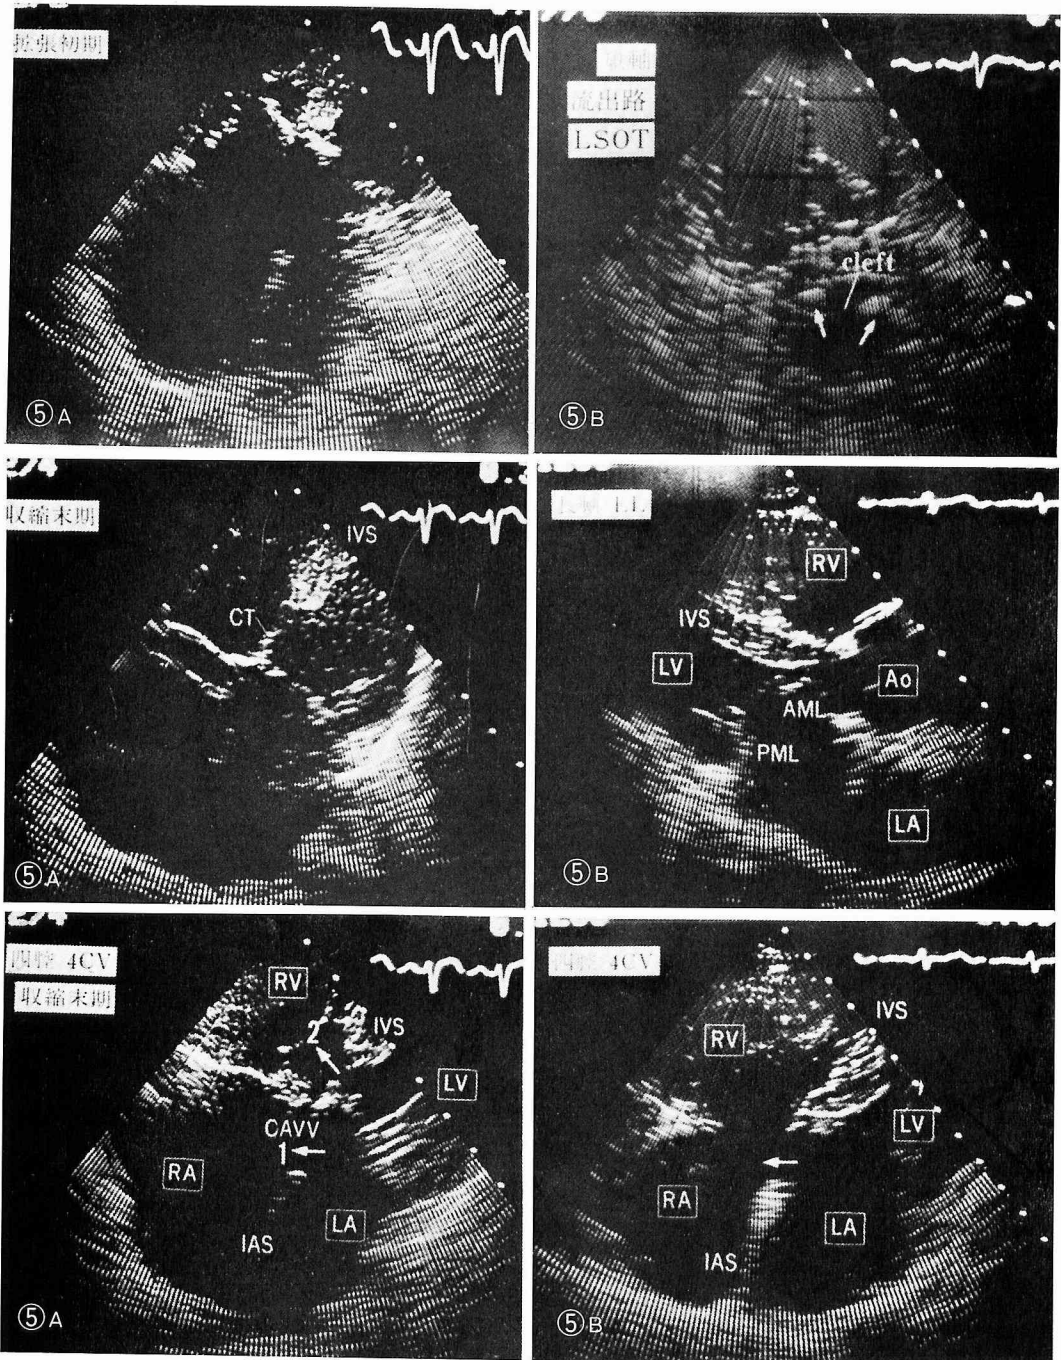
A: 完全型心内膜欠損症, B: 不完全型心内膜欠損症³⁾より引用 矢印1は一次孔 ASD を, 矢印2は模様部 VSD を示す。矢印(図B)は一次孔 ASD を示す。 AML; anterior mitral leaflet, Ao; aorta, CAVV; common atrio-ventricular valve, CT; chorda tendinae, IAS; interatrial septum, IVS; interventricular septum, LA; left atrium, LV; left ventricle, PML: posterior mitral leaflet, RA; right atrium, RV; right ventricle
